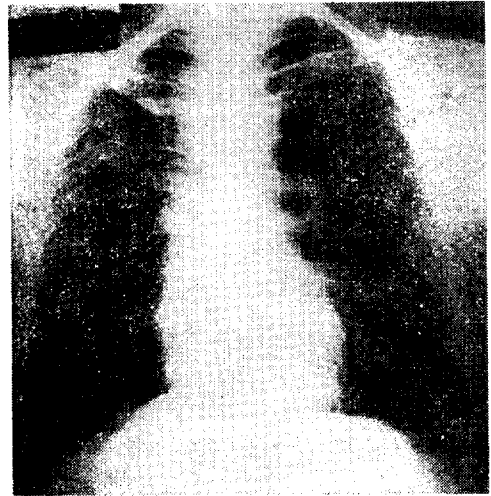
증례 4의 흉부 단순촬영 사진, 우측폐 하 2/3가 X-ray 투과성이 증가하고 폐혈관상이 거의없는 폐기종이며 과팽창으로 횡격막이 하강하였다. 우측 상엽은 섬유 기질화 병변이 심하다. 좌측폐 상엽도 X-ray 투과성이 증가하였다.
